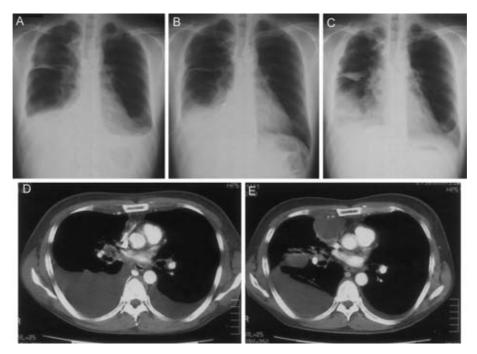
Chest X-ray, Chest CT scan on the second admission
